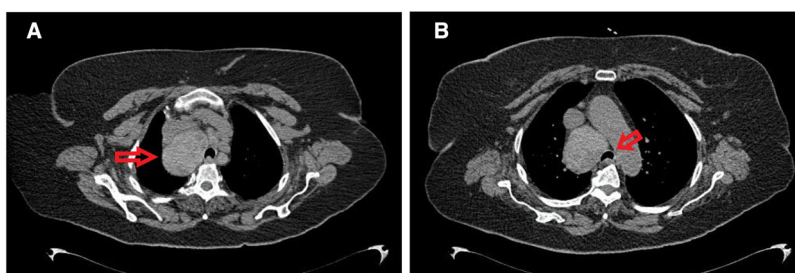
Imágenes del TC torácica preoperatoria donde se objetiva la masa intratorácica con compresión de estructuras adyacentes (a) y desviación de la vía aérea (b).
